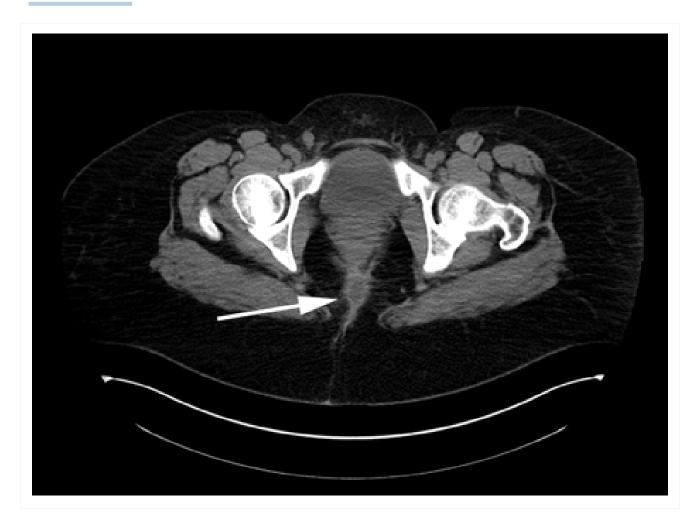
Tomografia computadorizada (TC) demonstrando um abscesso perirretal
